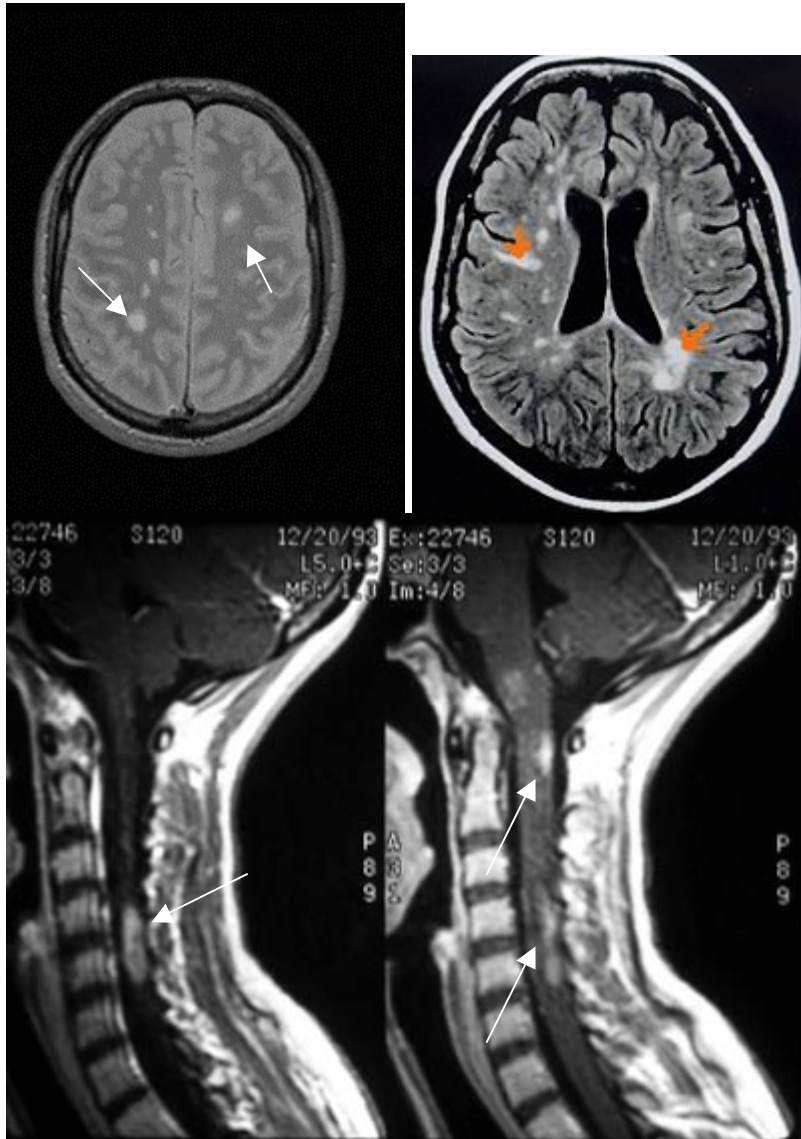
RM de crânio e medula cervical mostrando lesões de substância branca em um paciente com EM (flechas)
